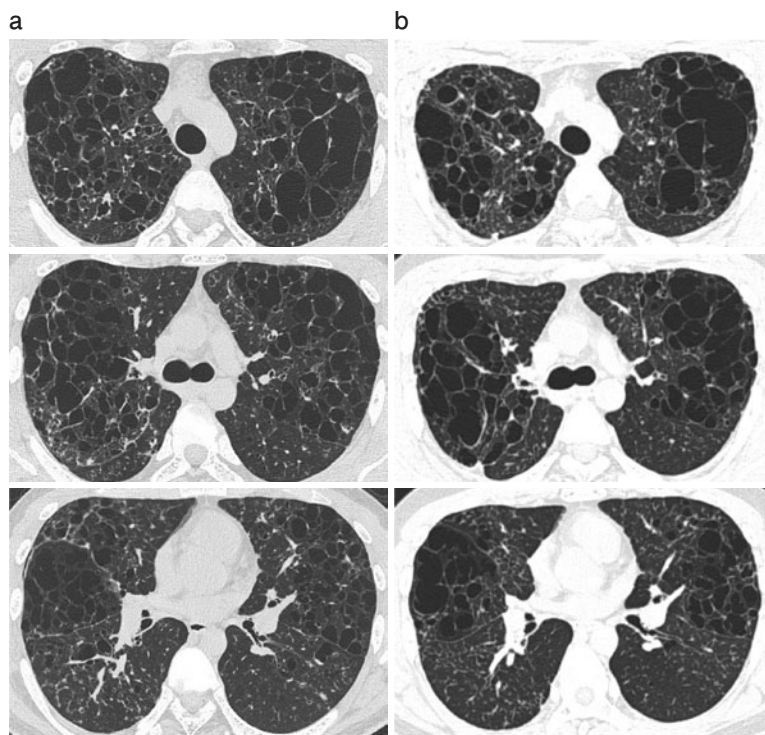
症例1：禁煙後の HRCT 画像経過. (a) 初診時の CT 画像. 上肺優位に嚢胞性陰影と小葉中心性粒状陰影を認める. (b) 4 年後の CT 画像. 嚢胞性陰影は癒合して拡大, 粒状陰影は改善している.
